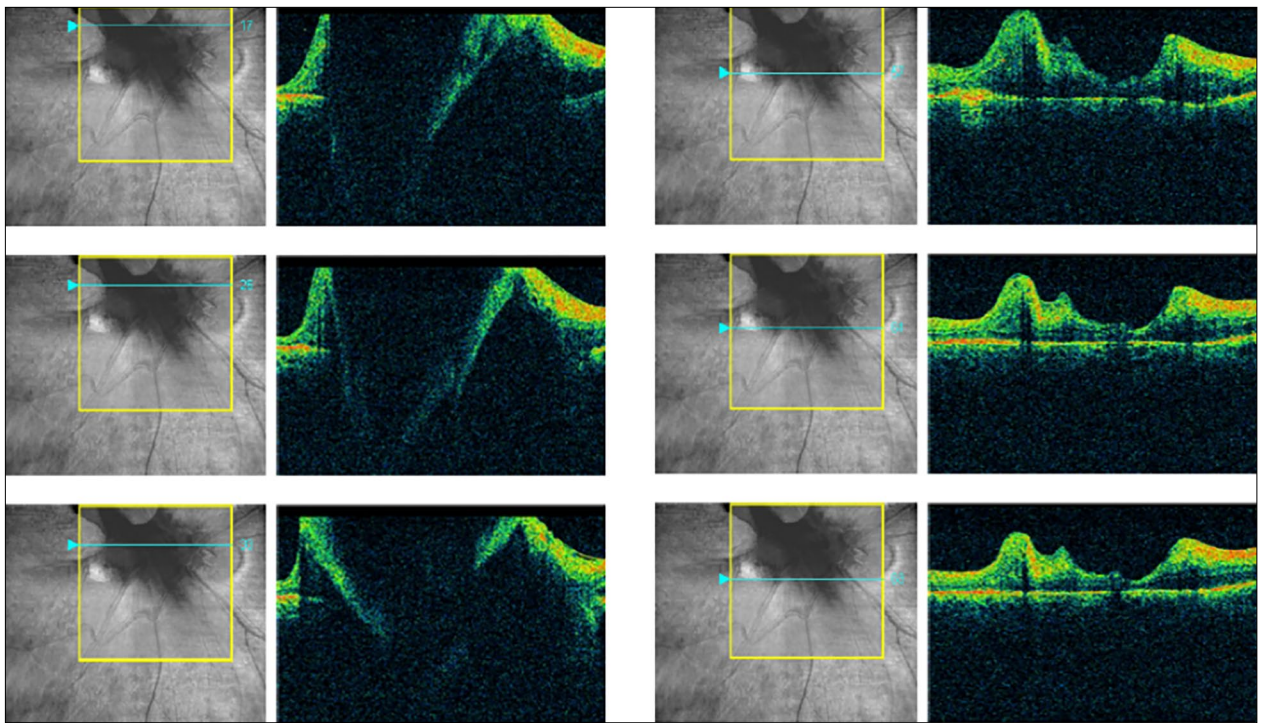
Secuencia de imágenes tomadas mediante tomografía de coherencia óptica donde se observa la desorganización estructural de la mácula.
